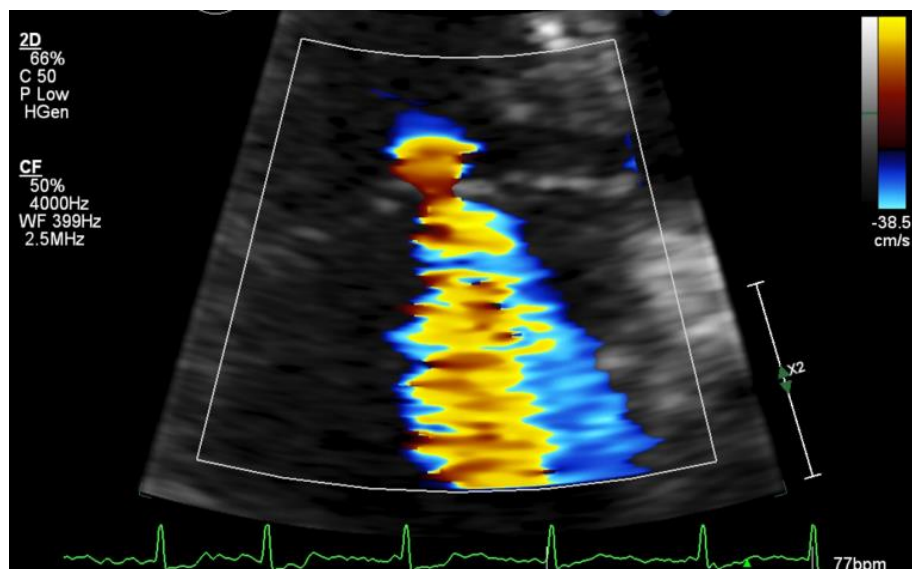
Imagem ecocardiográfica 2D na visão apical 4 câmaras da valva mitral reumática, modo zoom, do jato de RM pelo Doppler colorido ajustado para a medida do raio do método PISA.
